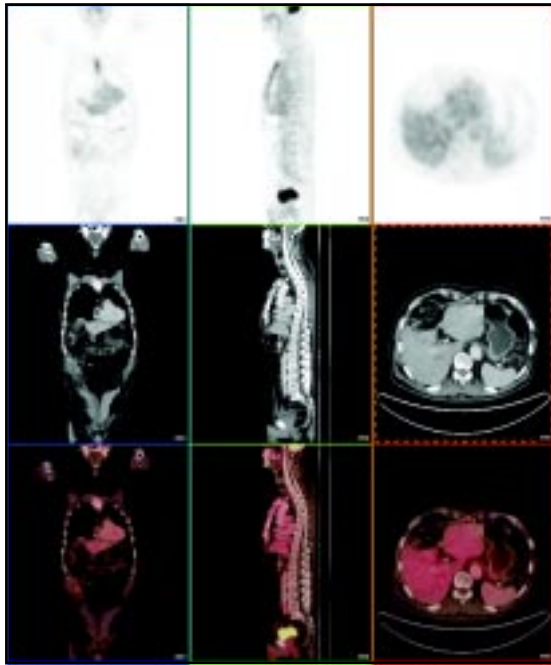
Imágenes PET/CT a nivel del hígado. Fila superior: Cortes PET con ^{18}F FDG en ejes coronal, sagital y axial que muestra metabolismo glucídico similar en la metástasis del lóbulo izquierdo del hígado y en el resto del parénquima hepático. Fila central: Imágenes de tomografía axial computada al mismo nivel de la fila superior. Fila Inferior: Imagen de fusión PET/CT correlacionando metabolismo de la glucosa marcada y localización anatómica.
